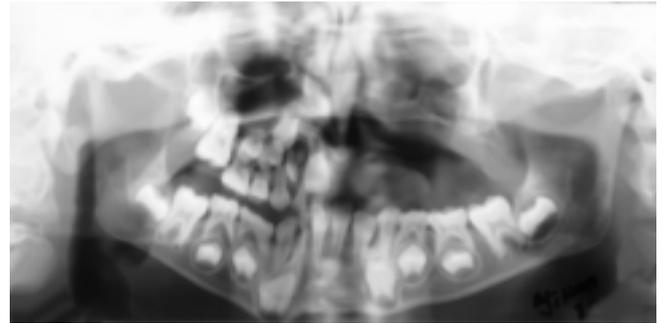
Ортопантомограмма того же б-ого после операции резекции верхней челюсти.
